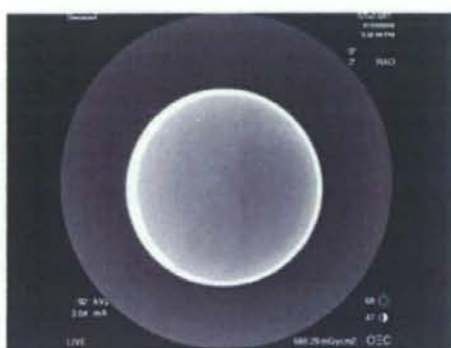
X線透視画像(40A 通電、キャンセル無)
